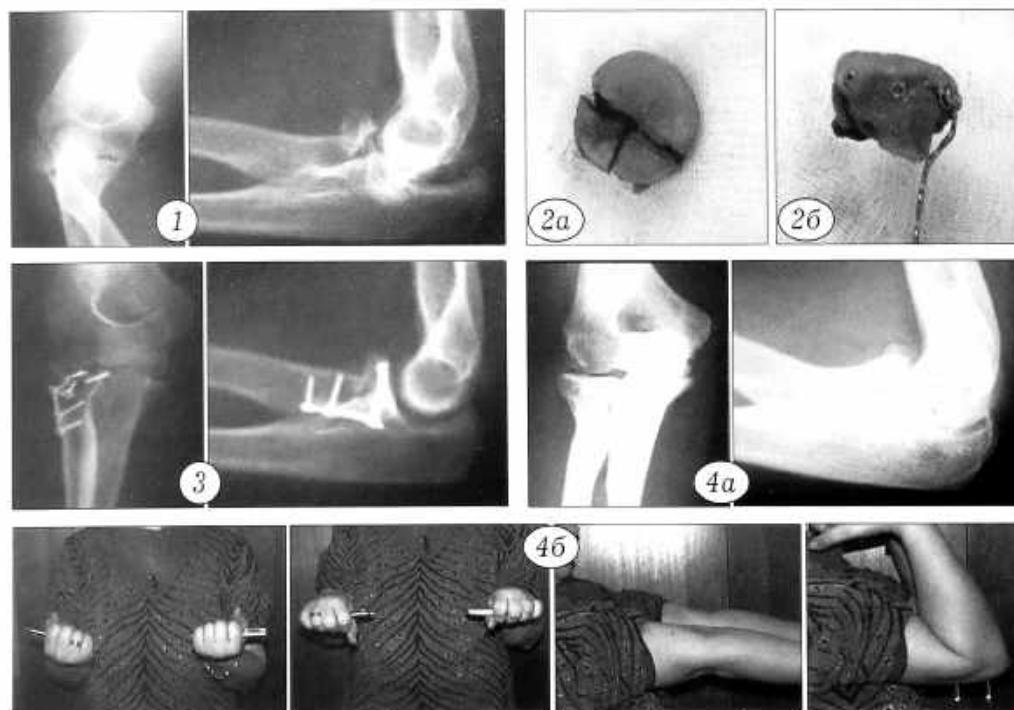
Больная А. 46 лет. Рентгенограммы при поступлении.
